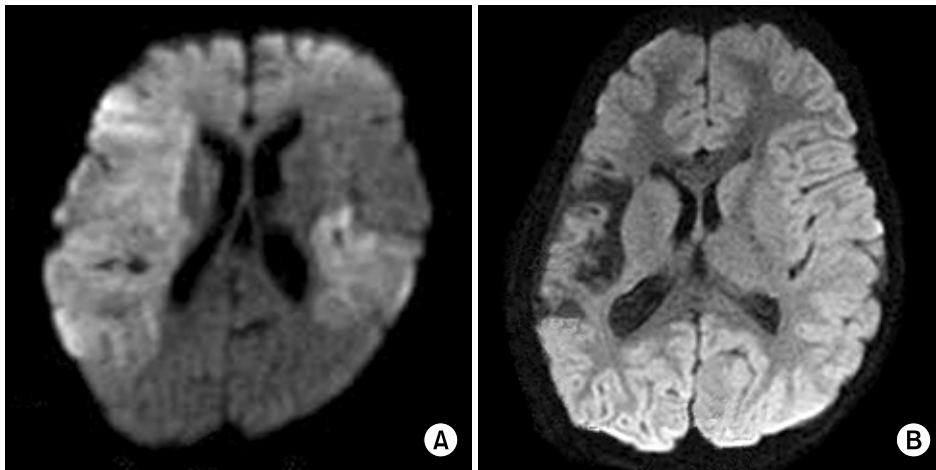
Axial diffusion-weighted brain MRI showing high signal intensity of right middle cerebral arterial territory and left parietal lobe with gyral enhancement (A), and diffuse cortical atrophy in both temporal lobes (predominantly involving the right) and underlying white matter gliosis due to previous infarction (B).
